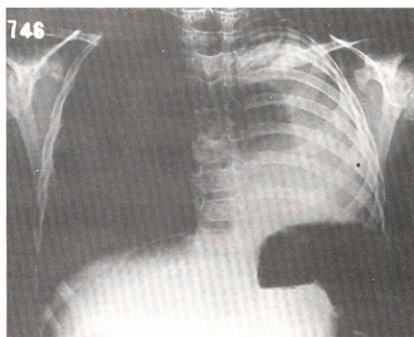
caso 2: radiografía de tórax al ingreso de la paciente con atelectasia del pulmón izquierdo.
